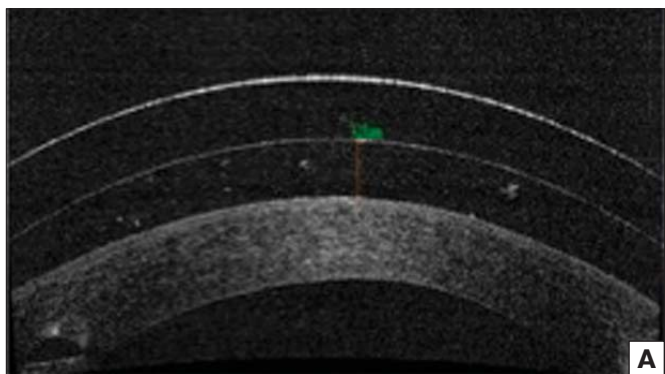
А — оптическая когерентная томография переднего отрезка левого глаза пациента Е. с прогрессирующим кератоконусом и имплантацией роговичных сегментов (RTVue-100 Optovue). Б — 1 — склеральная линза Zenlens, 2 — водный подлинзовый слой, 3 — роговичный сегмент.
